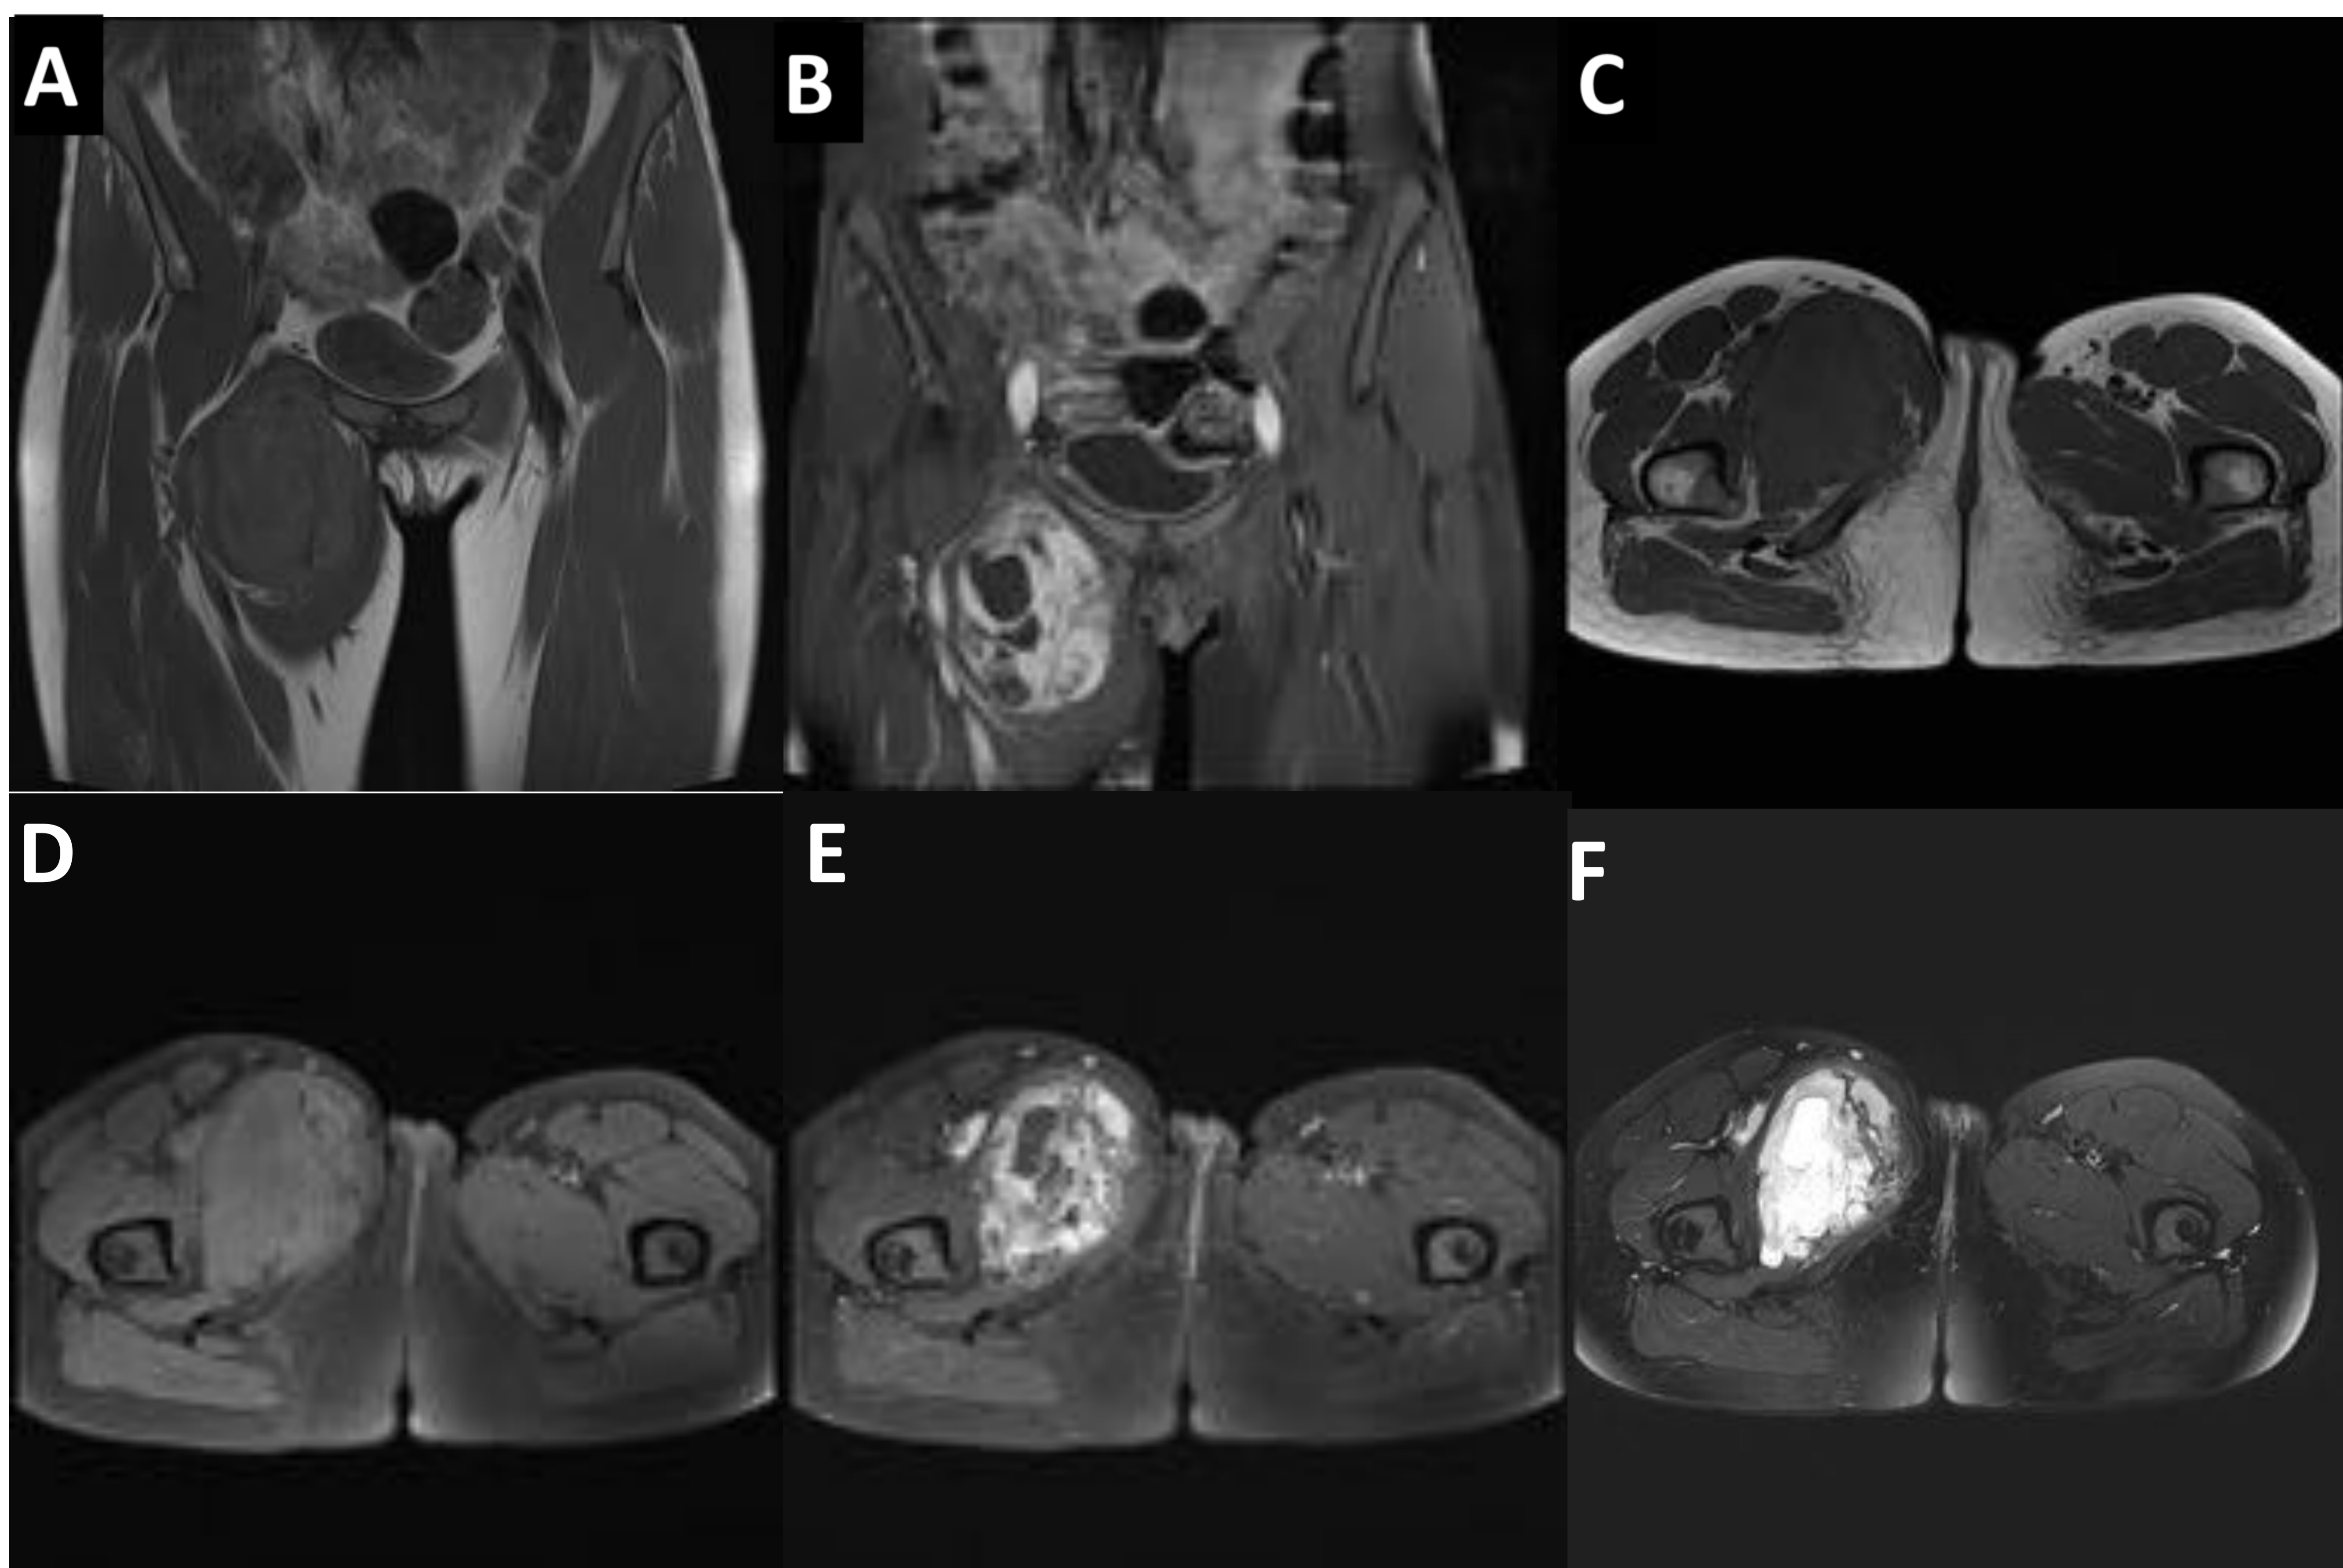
Resonancia magnética en secuencias coronales T1 tse (A) y T1 tse FATSAT con gadolinio (B) y axiales T1 tse (C), T1tse FATSAT (D), T1 tse FATSAT con gadolinio (E) y T2 tse FATSAT (F) de paciente con sarcoma sinovial en región inguinal derecha extendiéndose entre la musculatura abductora y hacia la región obturatriz.
